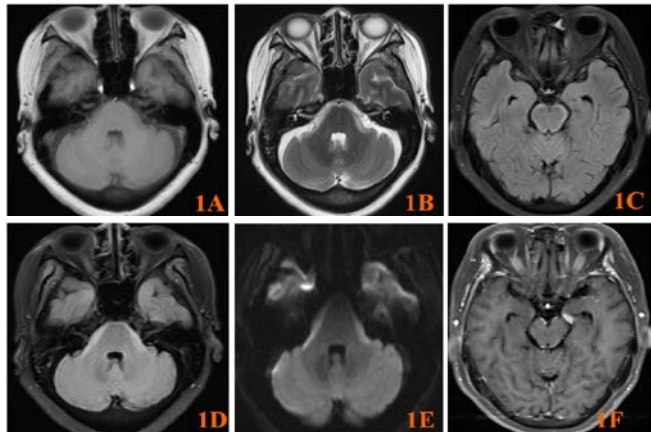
59岁女性肺腺癌患者头晕头痛4月、面部麻木2月。脑干表面线状高信号(1B, 1C, 1D)诊断脑膜转移癌。A T1WI; B T2WI; C, D FLAIR; E DWI ;F 中脑表明线状强化。
